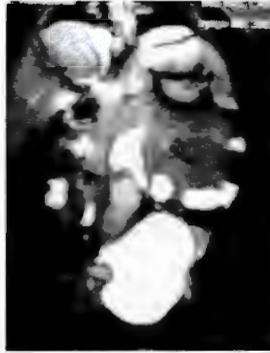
Resonancia magnética nuclear contrastada con gadolinio corte coronal en T2 que muestra dilatación aortica y trombo intraluminal de 4 x 2 cm. Vejiga a repleción.
